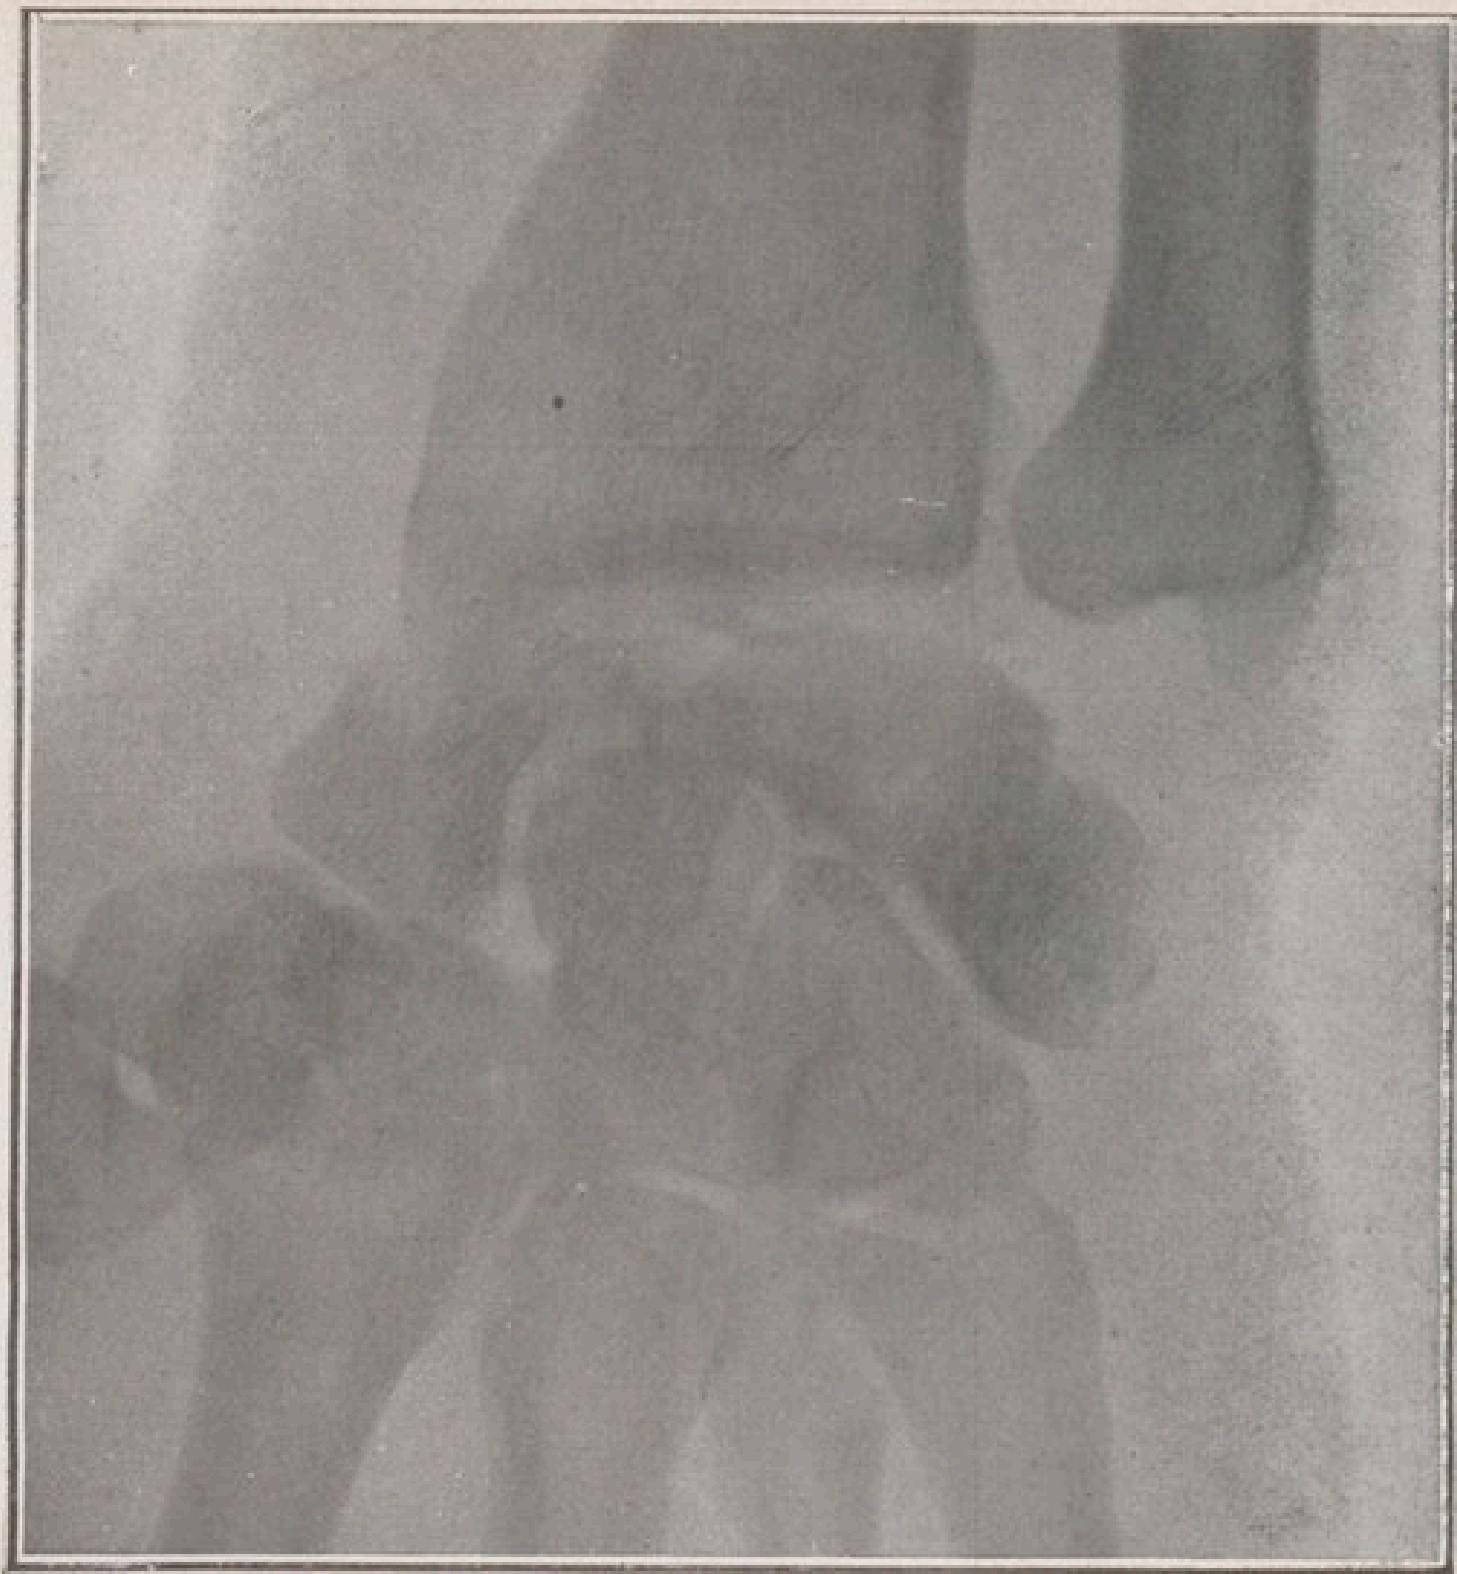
Radiographie de face avant toute réduction
